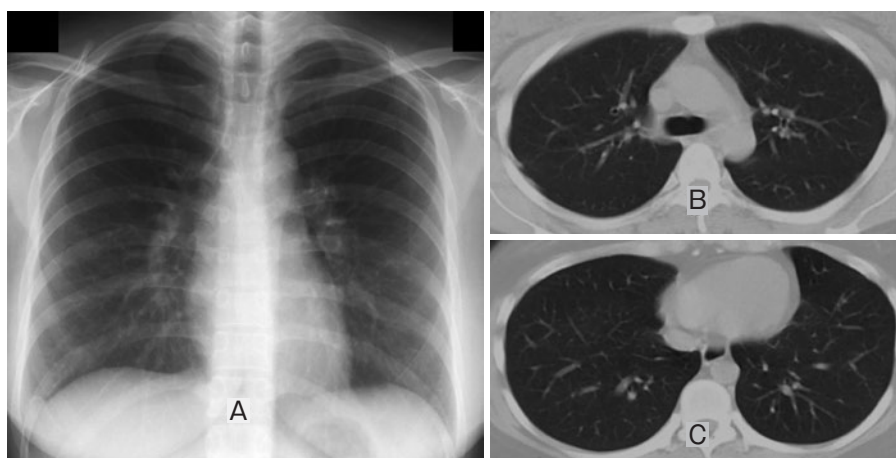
(A) 休薬後胸部X線写真 (X年9月12日). 両側びまん性すりガラス陰影の改善を認める. (B, C) 休薬後胸部単純CT (X年9月12日). 陰影の消失改善を認める.
